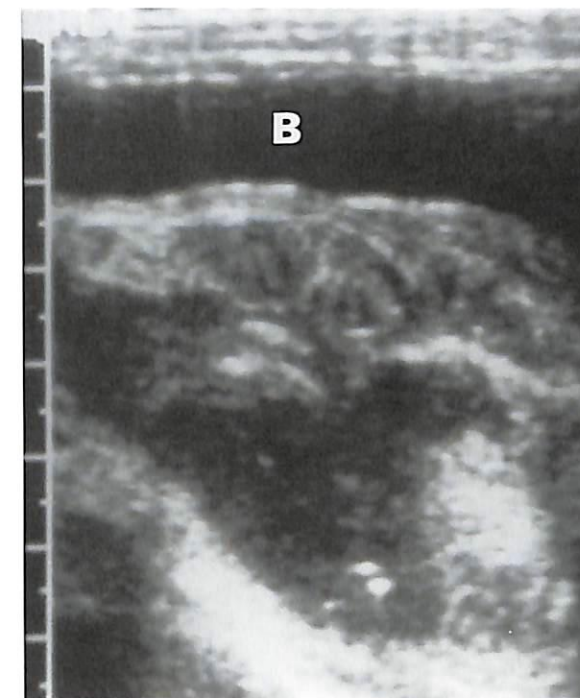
Аппендицит, осложненный образованием абсцесса. При УЗИ таза на продольном срезе определяется образование сложной структуры, расположенное за мочевым пузырем (В), представляющее собой аппендикулярный абсцесс.
